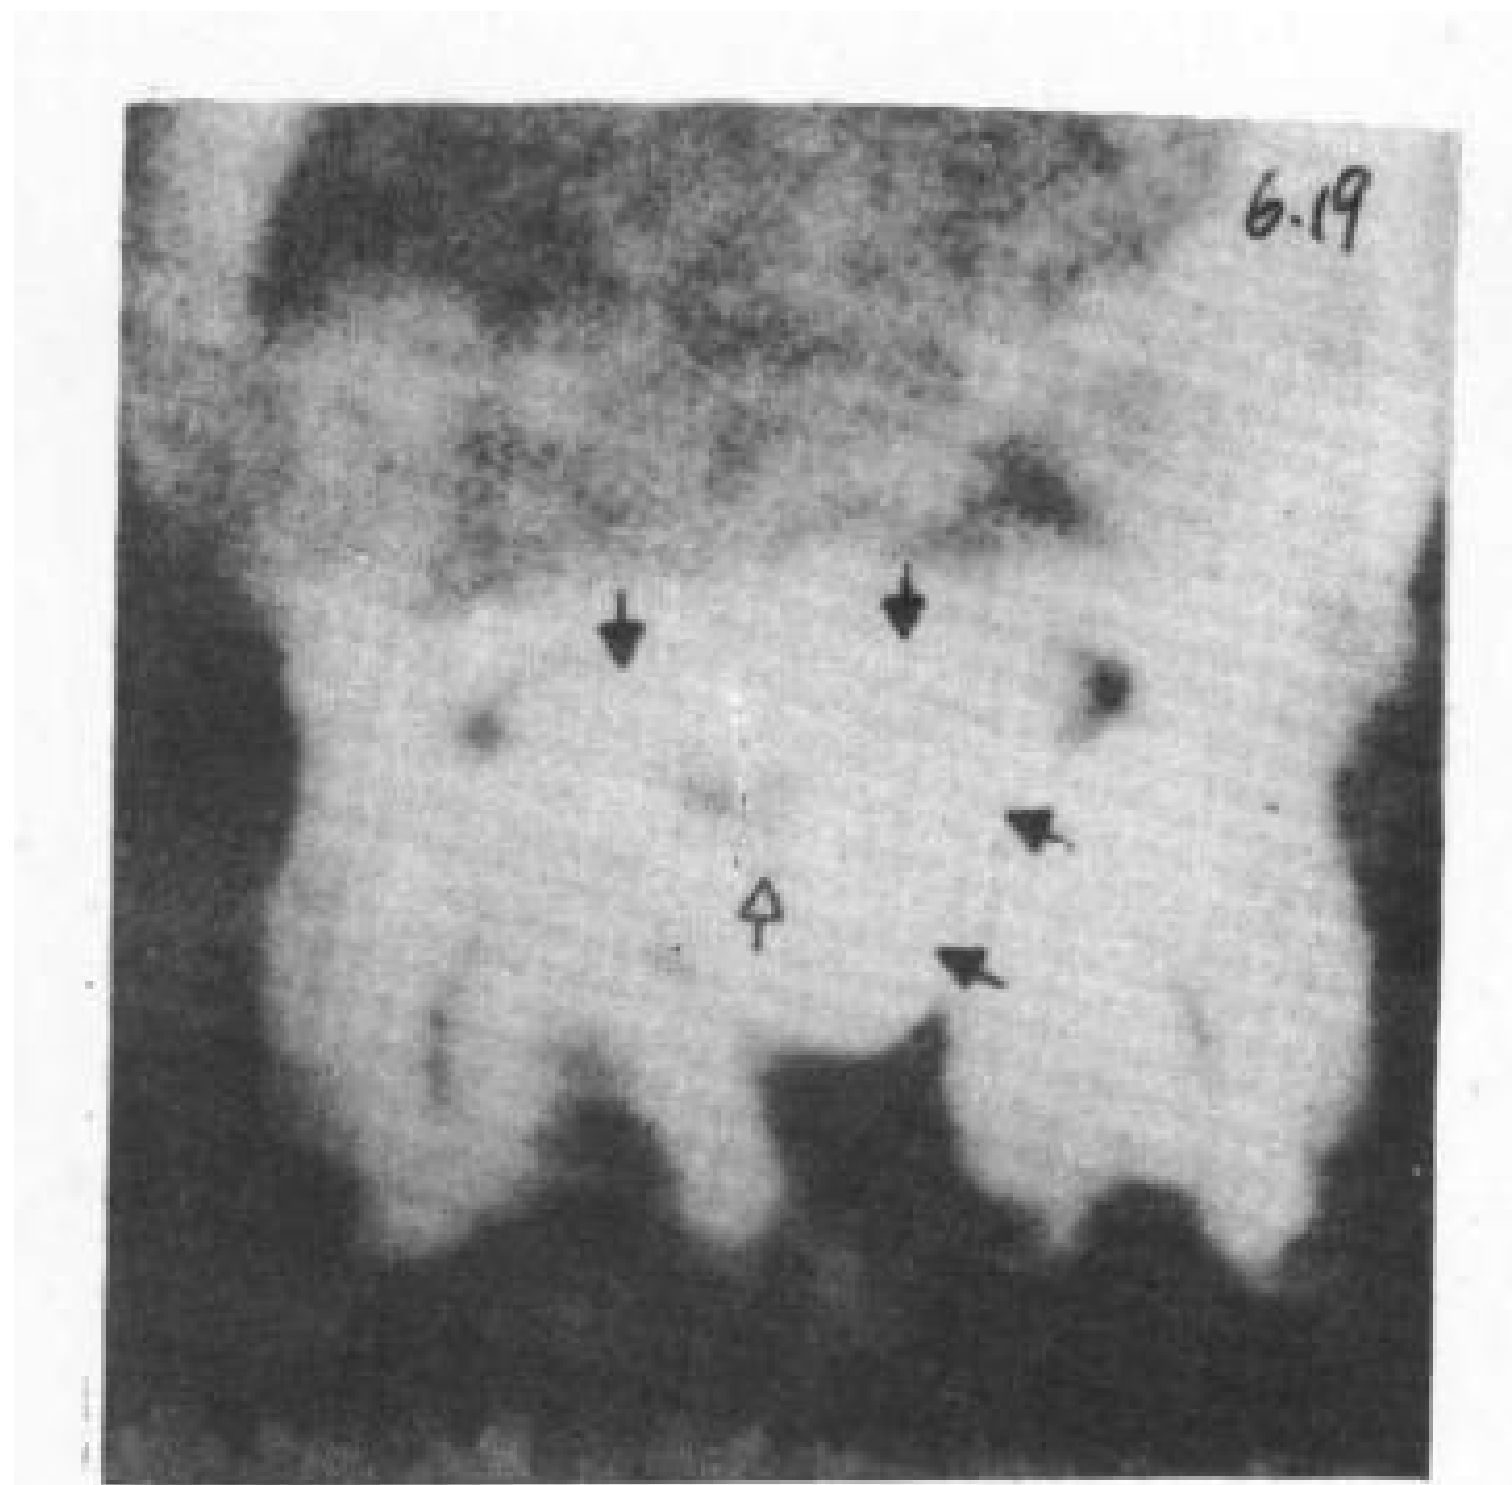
在硬膜下腔内缓慢注射造影剂，使造影剂停留在硬膜下腔内(↑)，行CT横断扫描。蛛网膜下腔被压缩而呈不典型形态(↑)。
